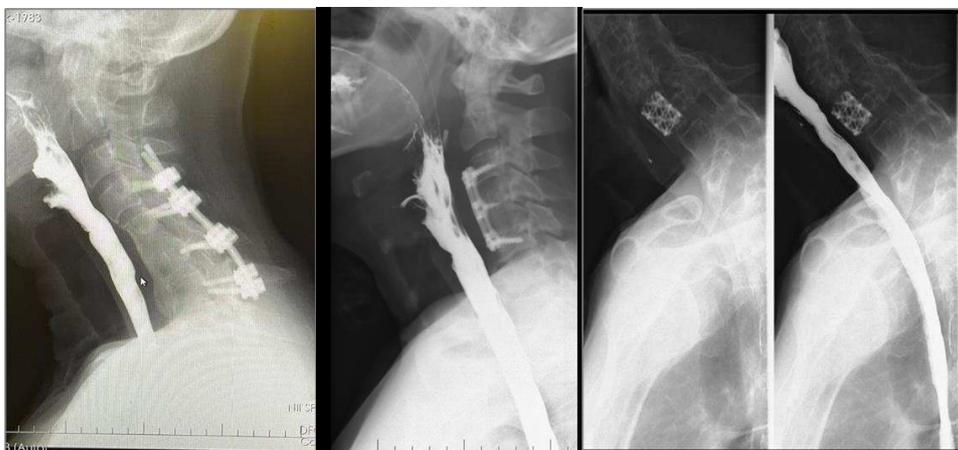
Рентгенограммы глотки и пищевода в послеоперационном периоде: контуры их ровные, затекания контраста за пределы нет
